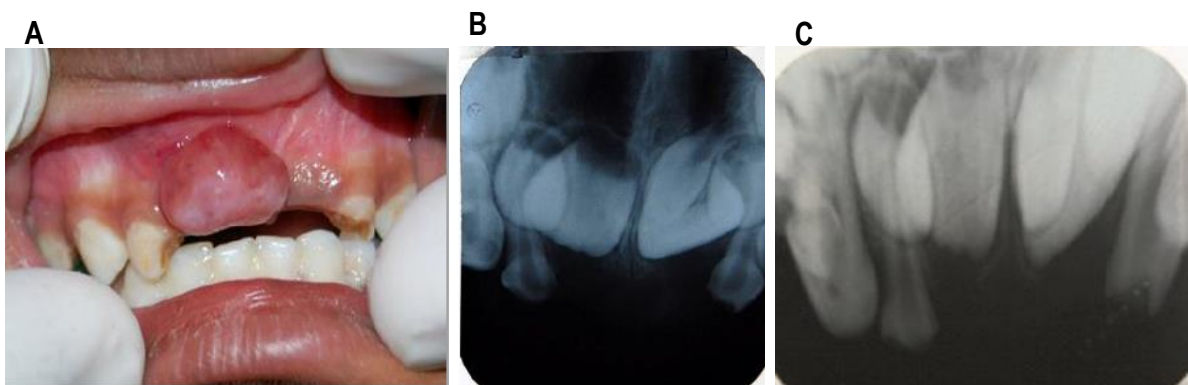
A. Aspecto clínico de GPCG en paciente de 4 años. B. radiografía periapical muestra incisivos maxilares en desarrollo. C. Radiografía periapical de seguimiento a los 9 meses.⁽³⁸⁾
